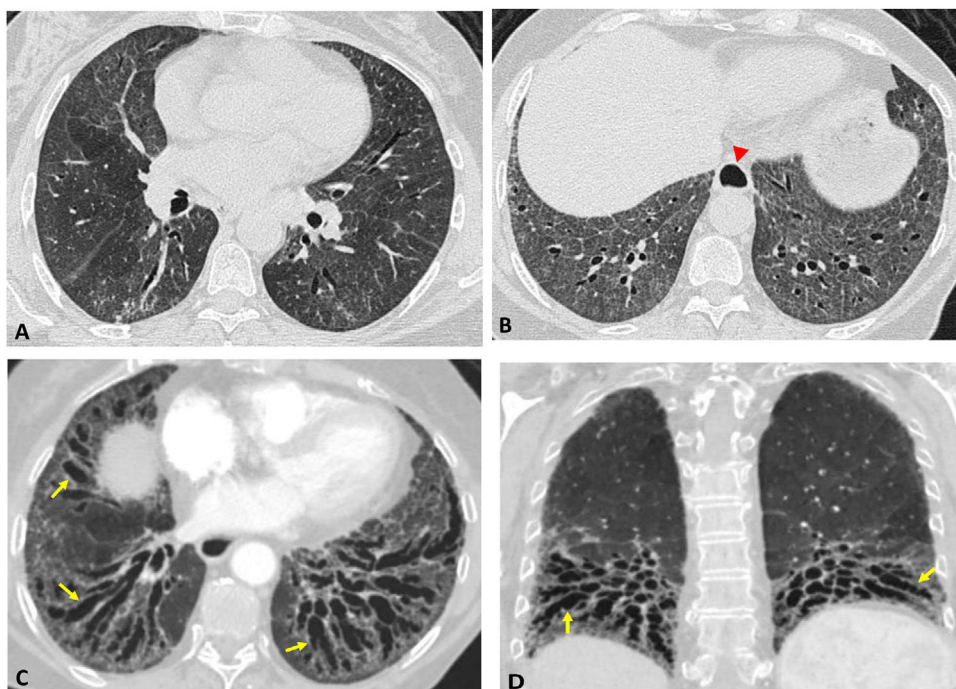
Esclerodermia. TCAR inicial. Imágenes axiales (A y B): patrón de neumonía intersticial no específica, con vidrio deslustrado predominante en lóbulos inferiores asociado a reticulación fina. Dilatación del esófago distal (cabeza de flecha). TC de seguimiento (8 años después). Reconstrucciones en proyección de mínima intensidad: axial (C) y coronal (D). Bronquiectasias de tracción prominentes (flechas) y pérdida de volumen de ambos lóbulos inferiores, datos indicativos de fibrosis pulmonar.
